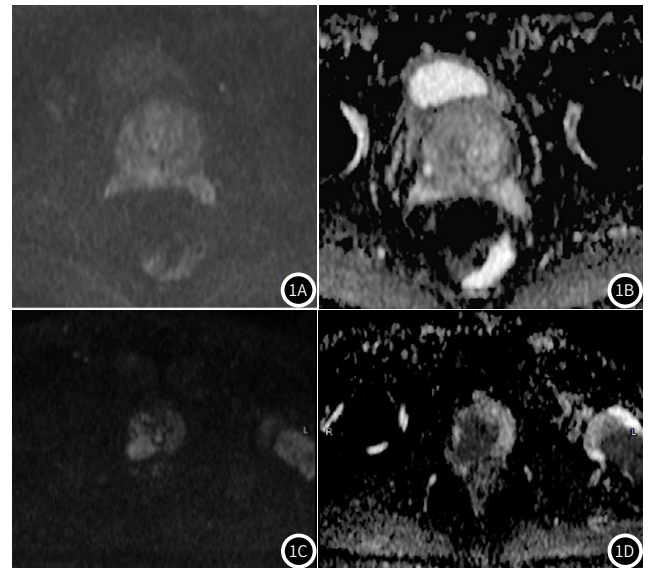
前列腺增生及前列腺癌的MRI-DWI图像。1A、1B为前列腺增生,其中,1A: DWI显示前列腺增大,以移行带为著,内未见确切高信号影;1B: ADC图未见异常信号减低区。1C、1D为前列腺癌,其中,1C: DWI显示移行带及外周带右侧片状明显高信号,直径大于1.4cm,左侧股骨可见转移灶;1D: ADC图显示病变明显受限(呈低信号)。
